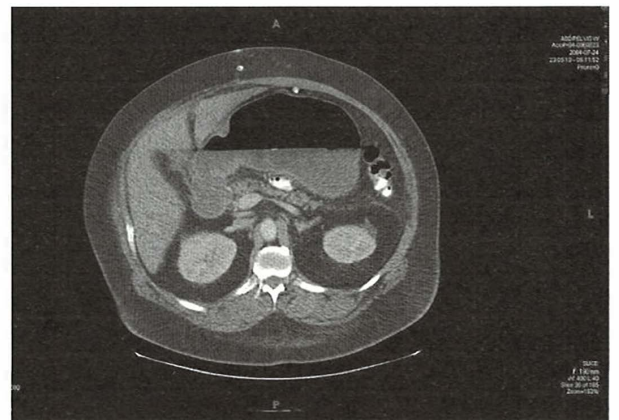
Imagine computer tomografică ce evidențiază o obstrucție a ansei bilio-pancreatice după bypass gastric. Se observă distensia hidro-aerică a stomacului restant.
